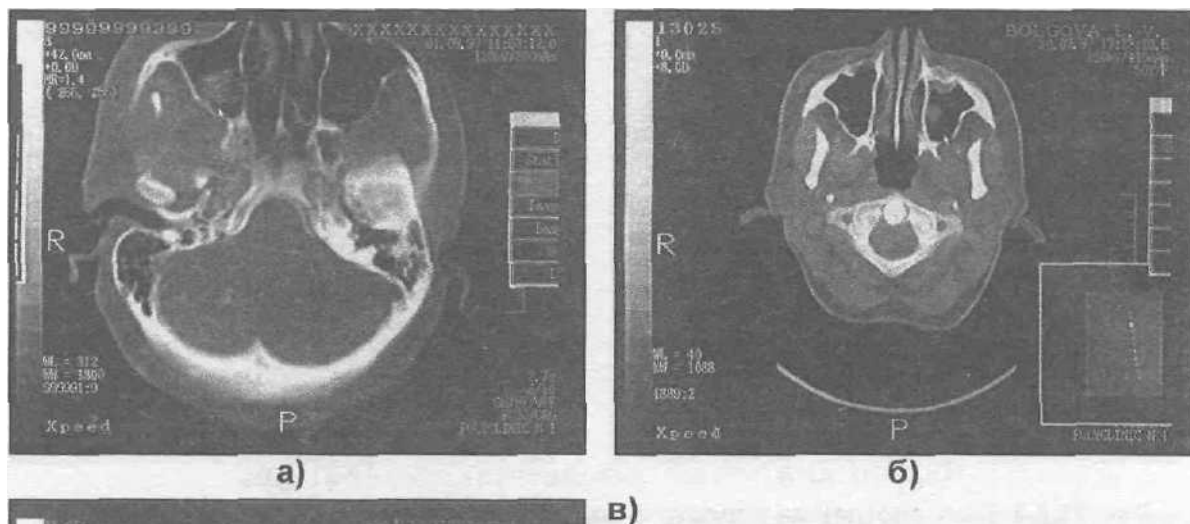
Компьютерная томография черепа больных: с кистой слизистой железы верхнечелюстной пазухи (а), радикулярной кистой и кистой слизистой железы верхнечелюстной пазухи (б), хроническим риногенным гайморитом (в).
